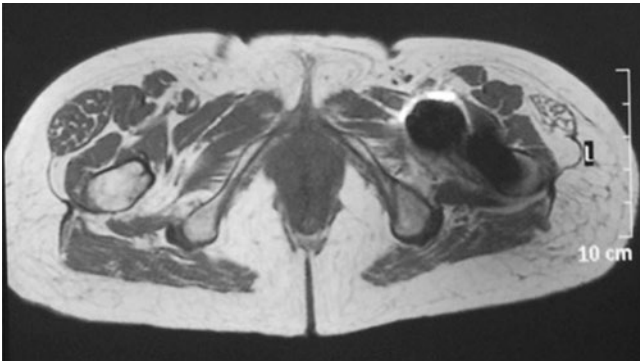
▲ MRT-Aufnahmen beider Hüftgelenke, links nach Implantation einer Hüftgelenktotalendoprothese über einen anterolateralen Zugang: deutlich zeigt sich die fettige Degeneration des M. tensor fasciae latae links durch Schädigung des motorischen Tensorasts des N. gluteus superior
